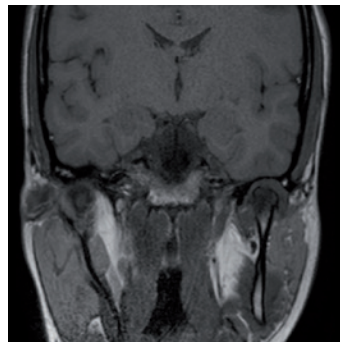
RM en plano coronal T1 de ramas verticales mandibulares. Se objetiva con mayor claridad la hipointensidad del cóndilo mandibular izquierdo y el derrame articular así como una deformación de la superficie articular y osteofitos.
